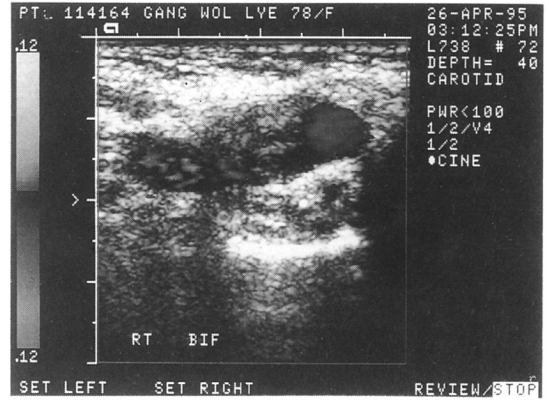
Carotid color doppler finding in the same patient. There was a significant luminal narrowing on carotid artery.
